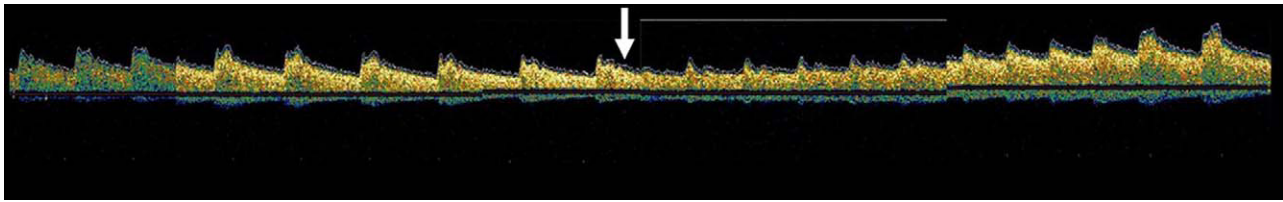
Registro del Doppler transcranial durante la maniobra de Valsalva. La flecha señala el inicio de la maniobra de Valsalva.
